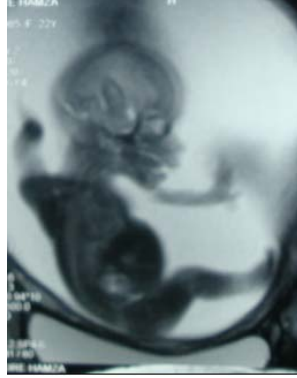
Fetal MRG'de DAG'de (b0 imajı) böbreklerin hiperintens görünümü.
